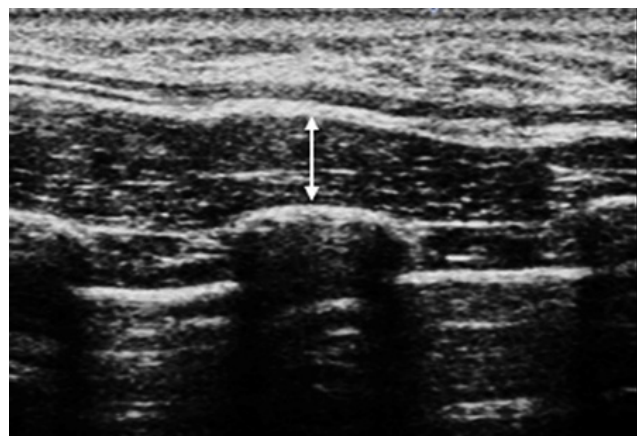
Ultrasound image of serratus anterior muscle. The solid white line with arrowheads represents thickness of serratus anterior muscle.
